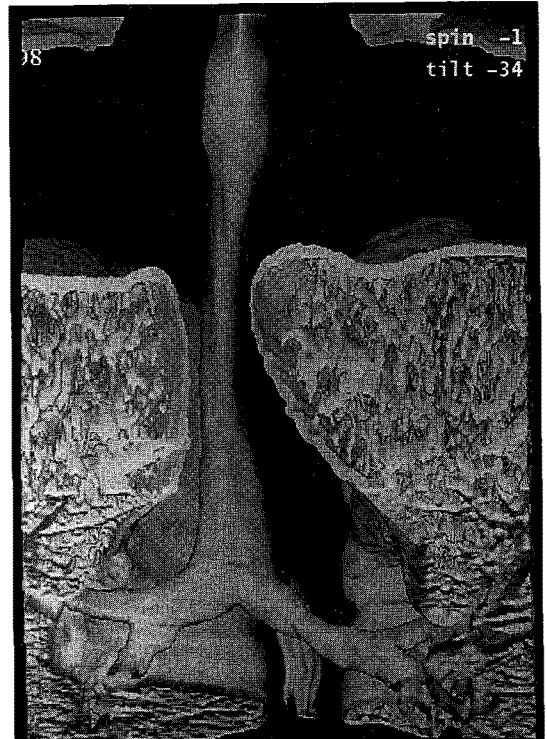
3-Dimensional CT shows diffuse narrowing of the tracheobronchial tree.
